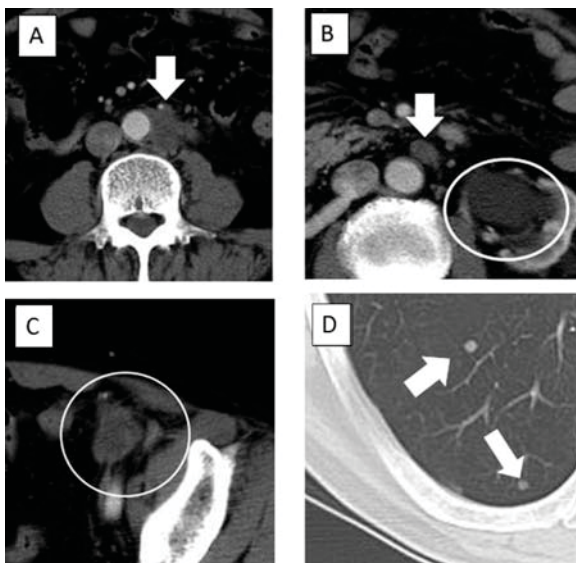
Abdominal and Chest CT showed below. A: The arrow shows paraaortic lymph node metastasis. B: The arrow shows left renal hilum lymph node metastasis and the white circles show left hydronephrosis. C: The white circle shows the tumor invasion to abdominal cavity. D: The arrows show multiple lung metastases.
